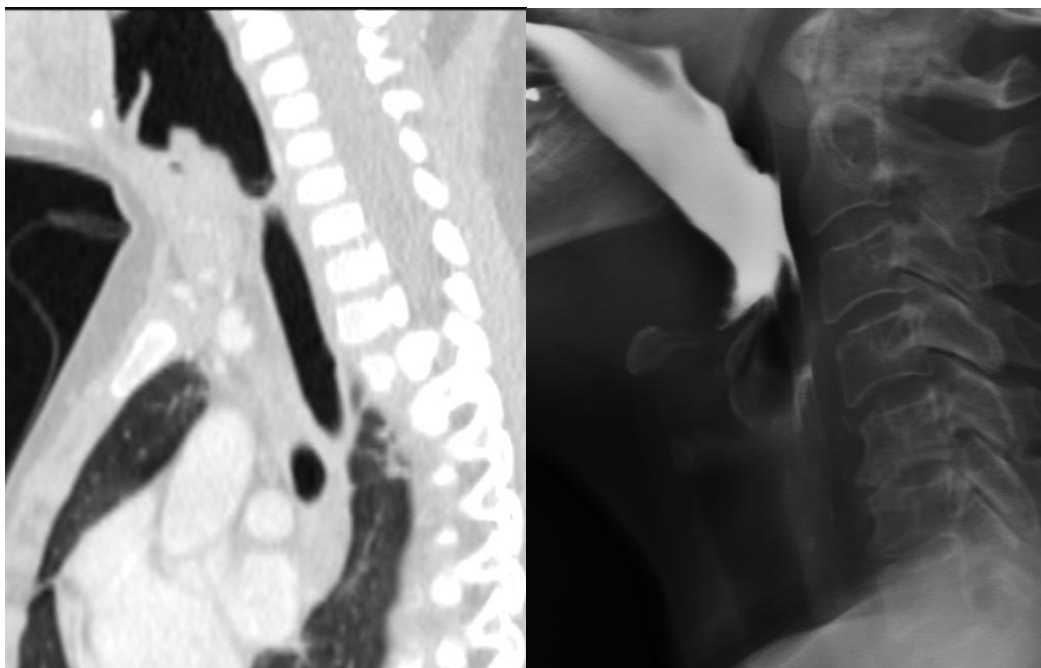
23.1b: TC da região cervical e RX com contraste oral mostrando faringe normal.
